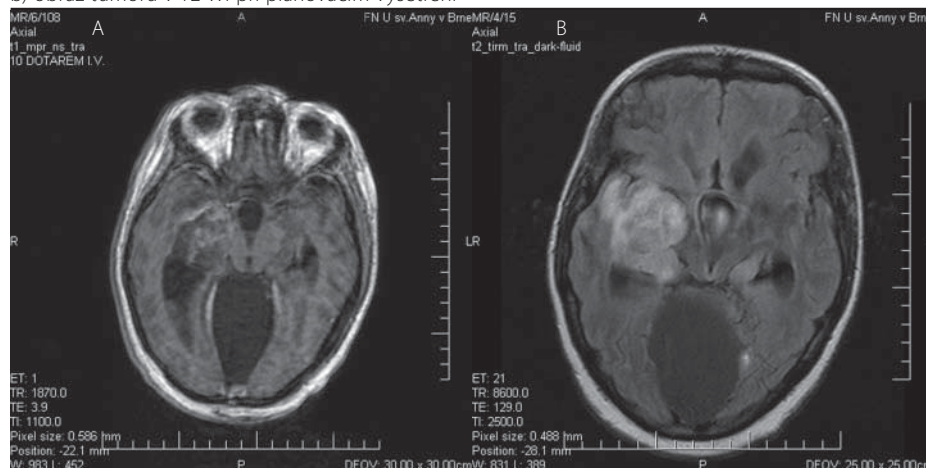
Úvodní MRI obraz expanze temporálního laloku vpravo
